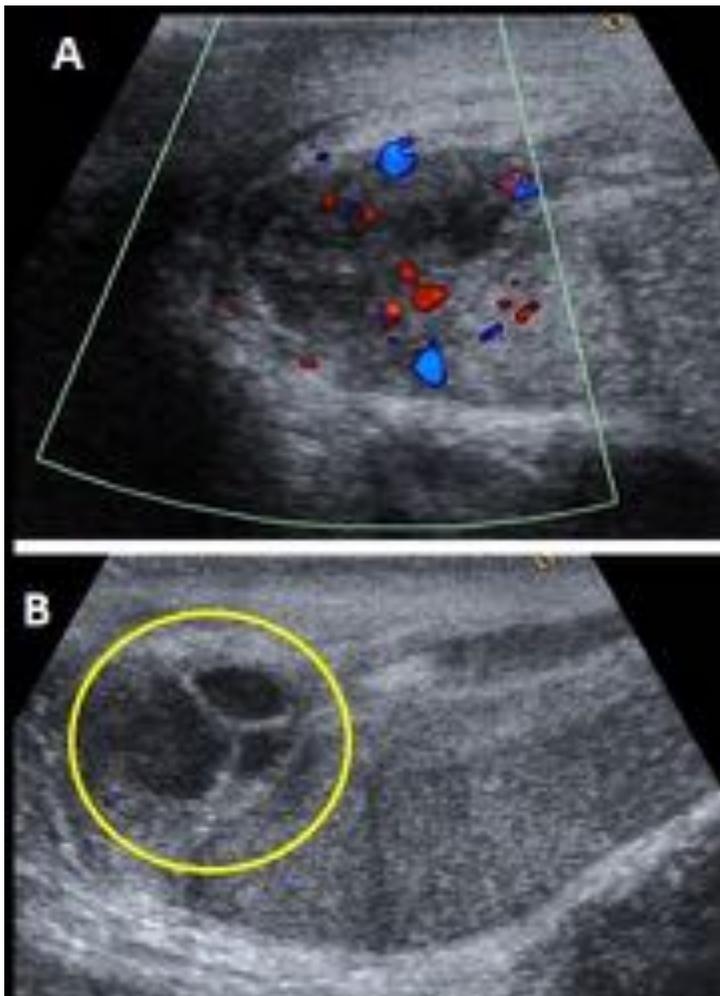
Edema escrotal idiopático (mismo caso que figura 1). A) Modo B. Bolsa escrotal vacía. En tejido celular subcutáneo se aprecia edema heterogéneo e importantes cambios de aspecto inflamatorio. B) Doppler color. Marcado aumento del flujo en la piel de la bolsa escrotal.
